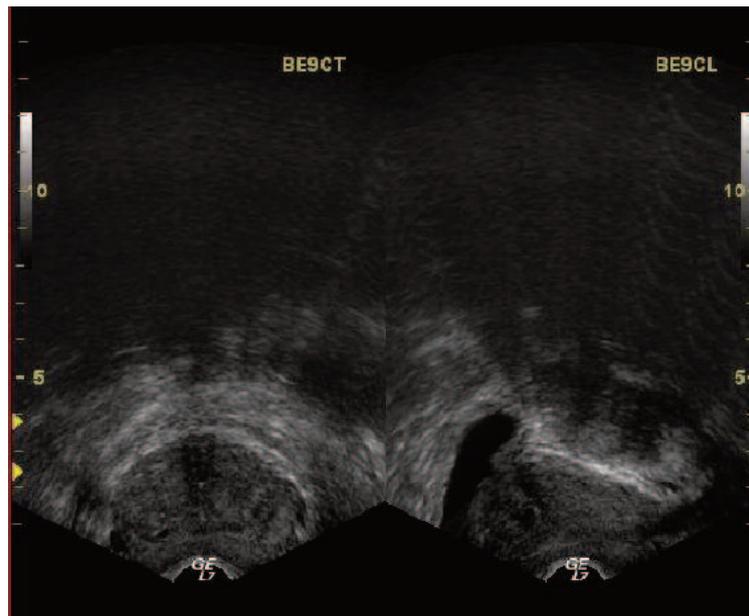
Imagen prostática mediante ecografía transrectal (planos frontal y sagital).
